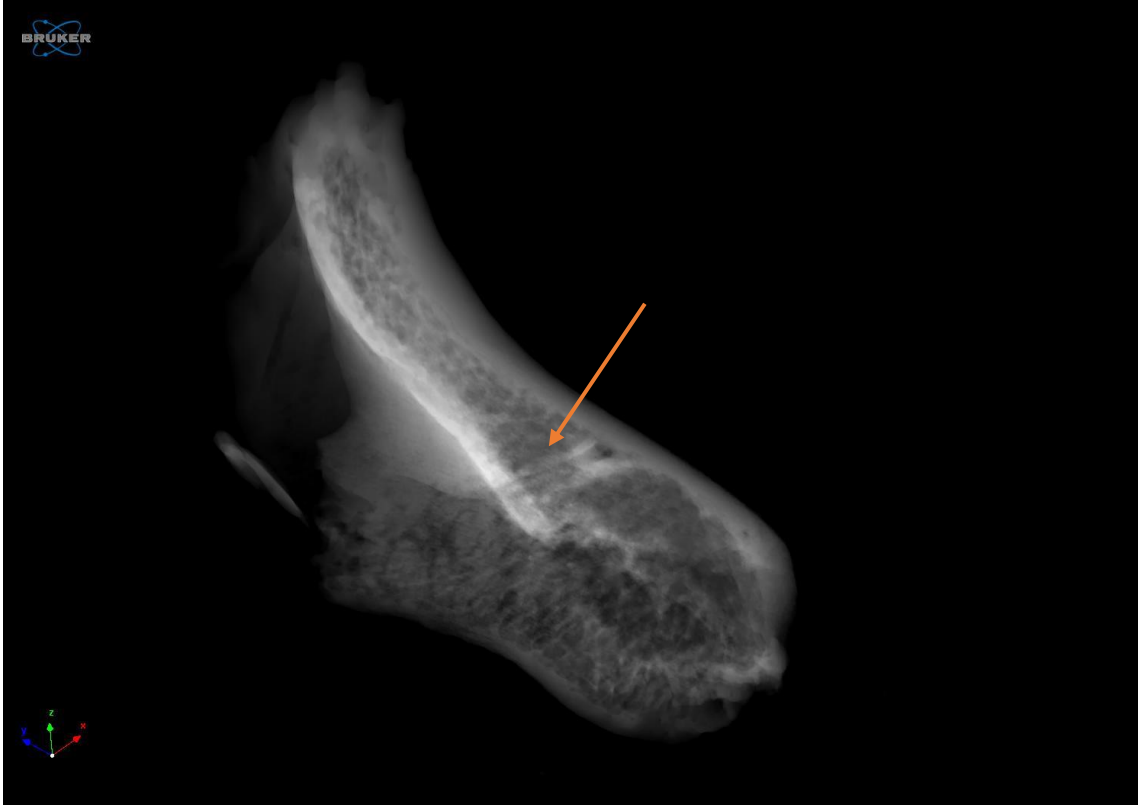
’de μ BT’de zigomatik kemiğin iki boyutlu görüntüsünün facies orbitalis’ten görünümü izlenmektedir.
